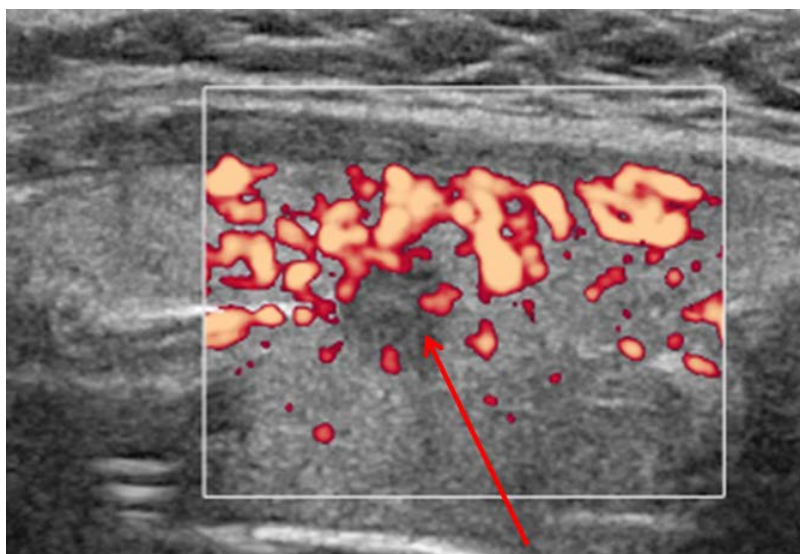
Estudio con Doppler energía. Nódulo con vascularización caótica intranódulo. Carcinoma papilar.
